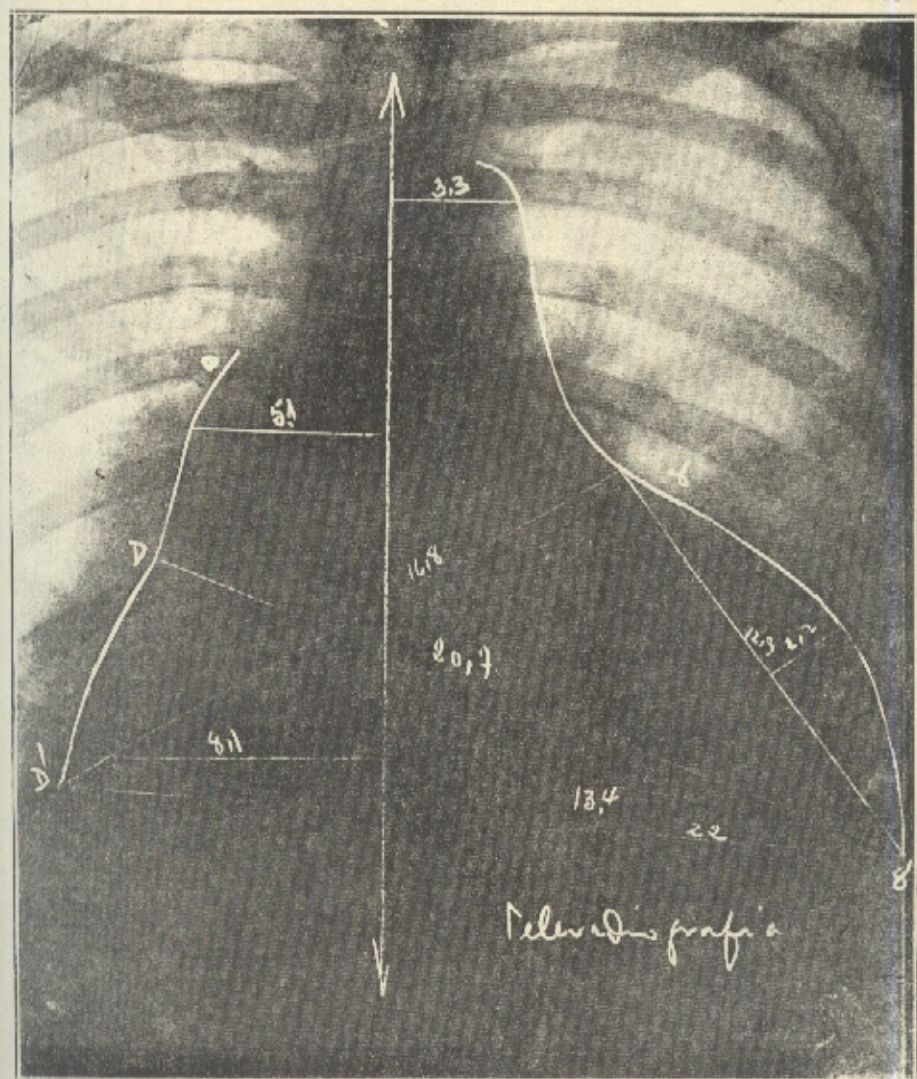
Teleradiografia em posição anterior
